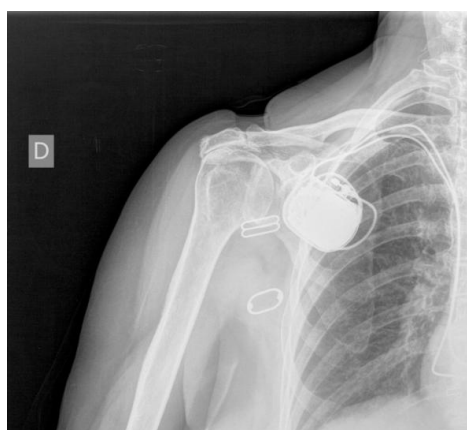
radiografía previa a la intervención quirúrgica
